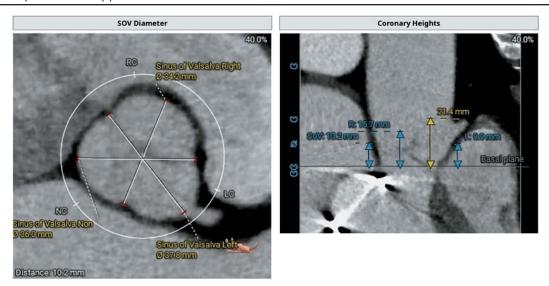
Поперечный срез аортального клапана и продольный срез корня аорты по данным КТ.
